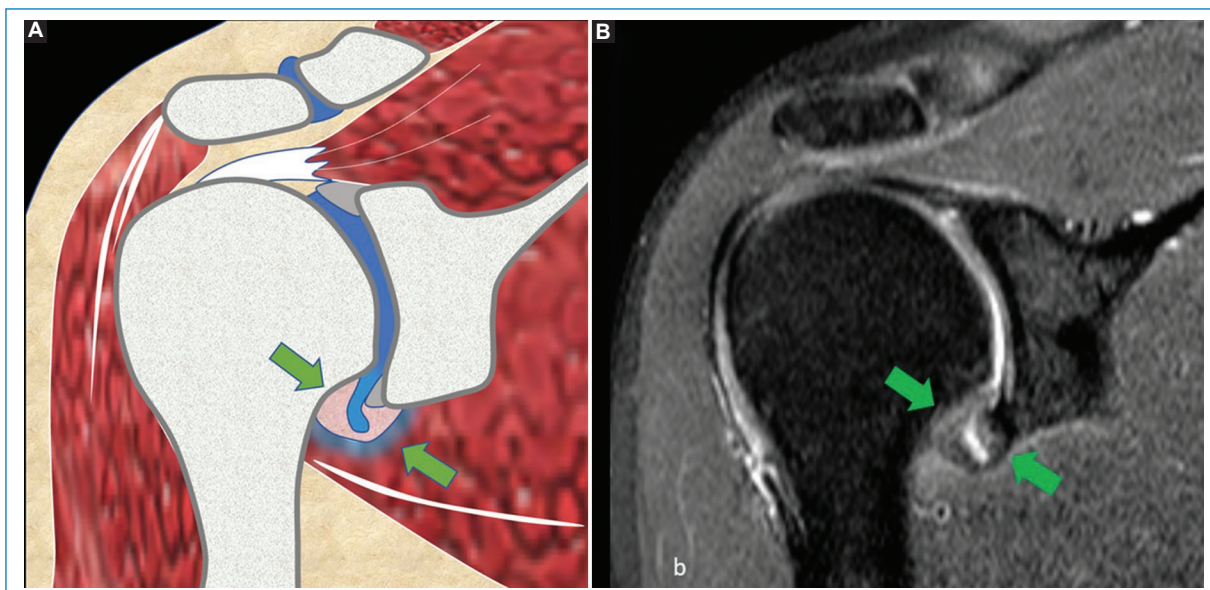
Representación esquemática de CA con engrosamiento capsular y del ligamento glenohumeral inferior con edema pericapsular (A) y RM secuencia STIR en el plano coronal (B).
